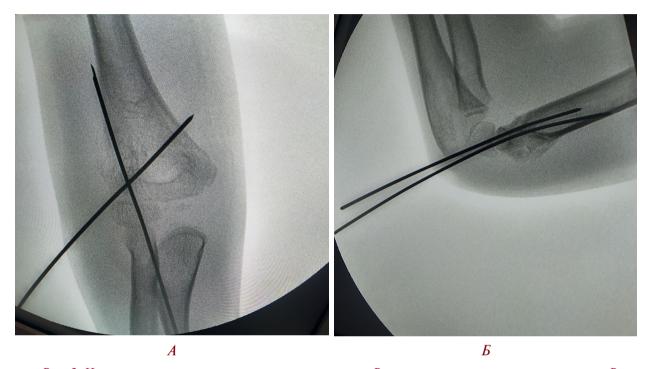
Интраоперационные рентгенограммы пациента В правого локтевого сустава пациента В. в прямой (А) и боковой (Б) проекциях
